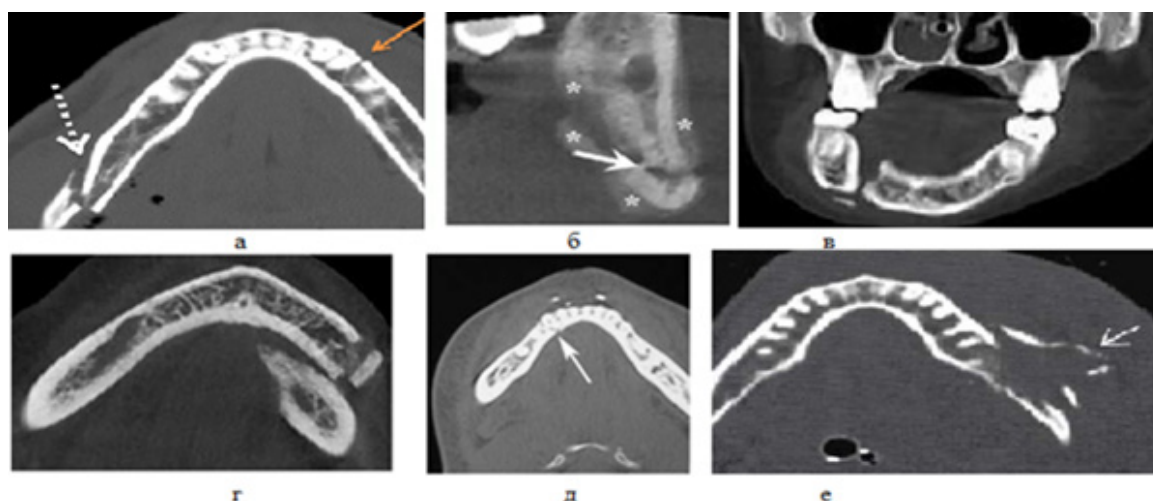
Ортопантомограммы больных с переломами нижней челюсти
